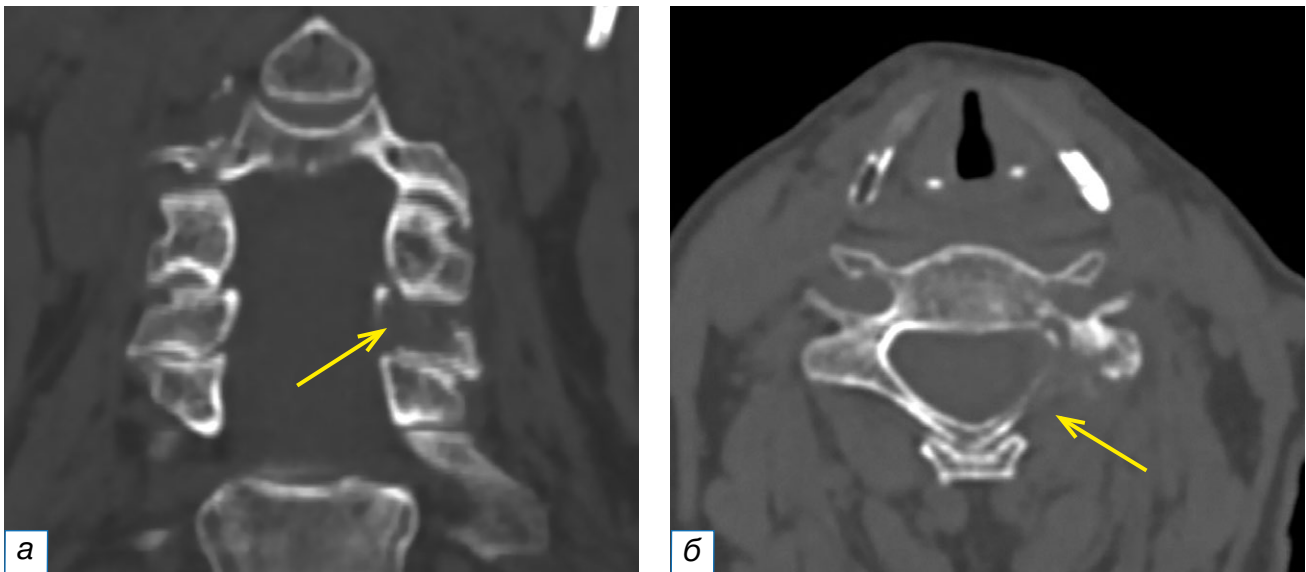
Компьютерные томограммы области головы и шеи во фронтальной (а) и аксиальной (б) плоскостях. У пациентки в возрасте 67 лет с фолликулярным раком щитовидной железы определяется остеолитический очаг деструкции в левой дужке позвонка С6 (жёлтые стрелки).
